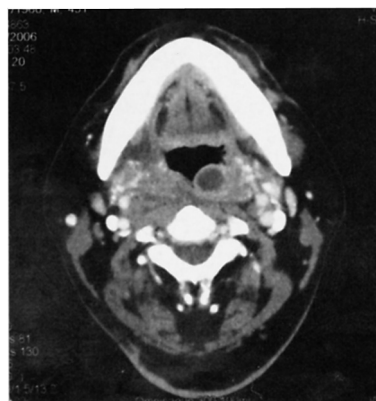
Enhanced CT scan shows left peritonsillar abscess.
